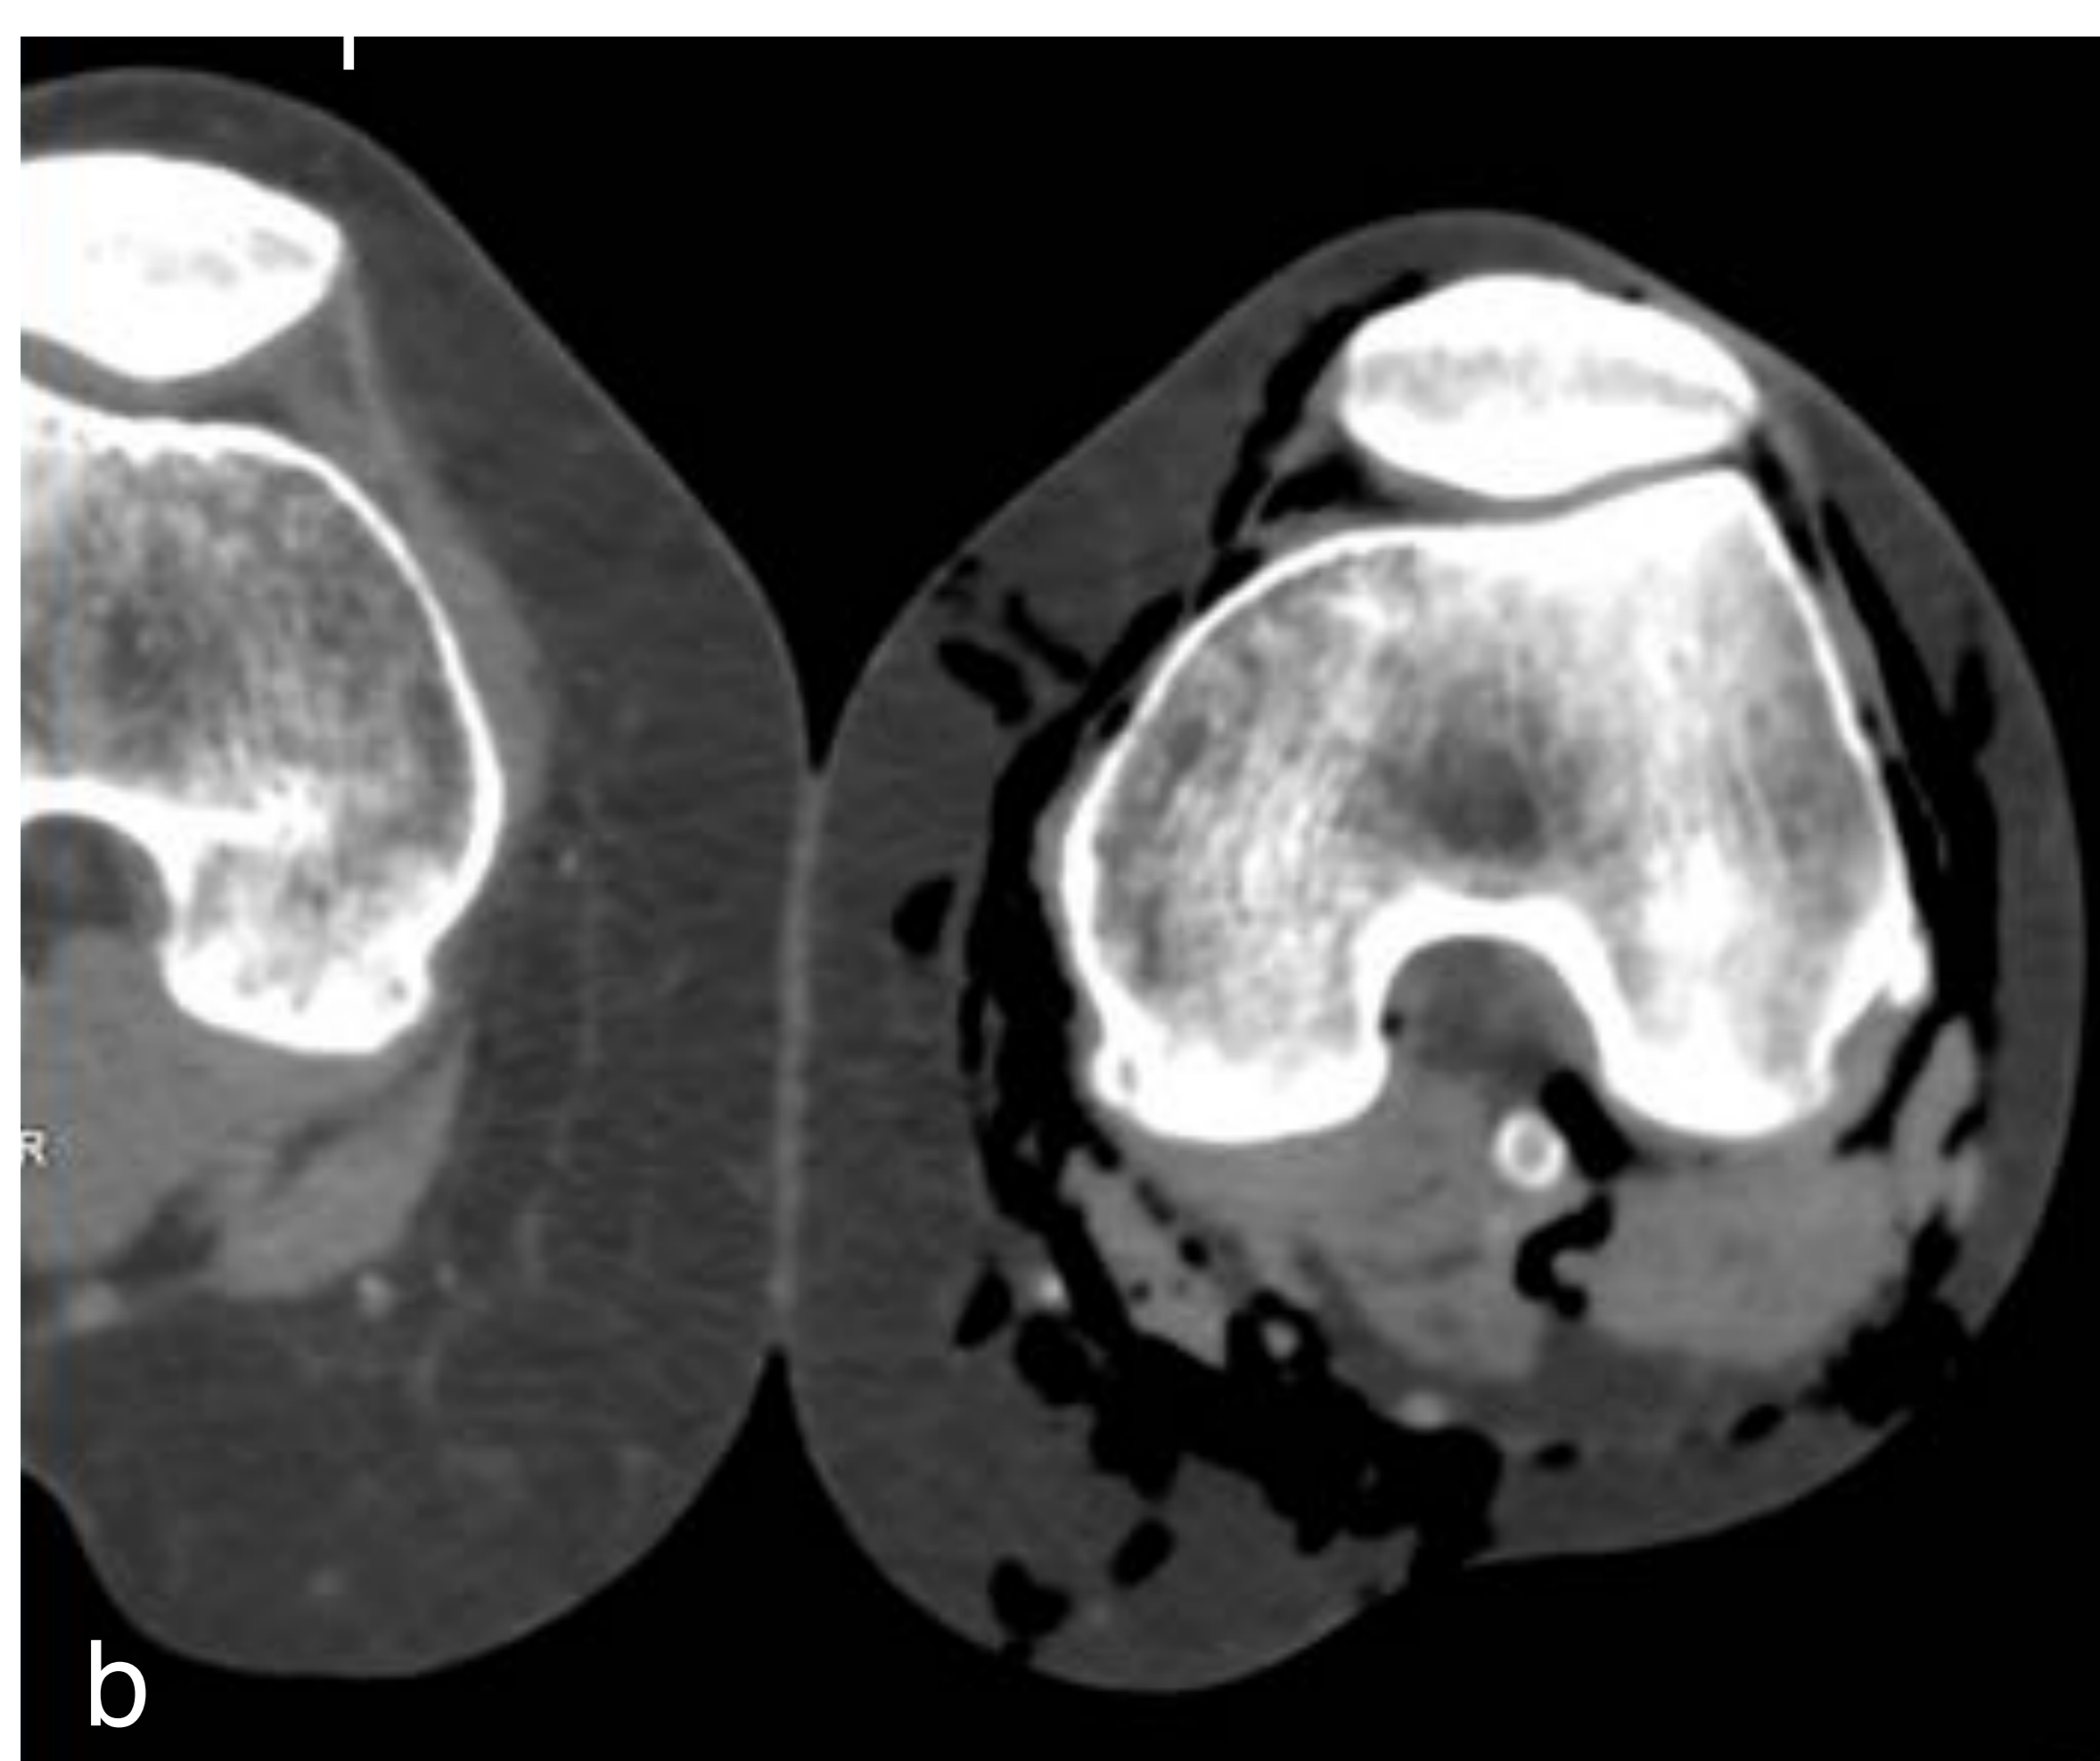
paciente de 48 años, no diabetes previamente conocida. Remitido a Urgencias por úlcera de evolución tórpida en pierna derecha, acompañada de fiebre y deterioro general. En exploración: signos de celulitis en MID con crepitación al tacto, hipotensión, taquicardia, taquipnea. Analítica: hiperglucemia (800 mg/dl), acidosis, leucocitosis con desviación izquierda, PCR elevada. TC: aumento de densidad del tejido celular subcutáneo y de los planos grasos profundos, con gas tisular que disecciona los planos fasciales profundos, en relación con fascitis necrotizante. El paciente precisó manejo del cuadro séptico en UCI y finalmente amputación de la extremidad a nivel supracondíleo.
